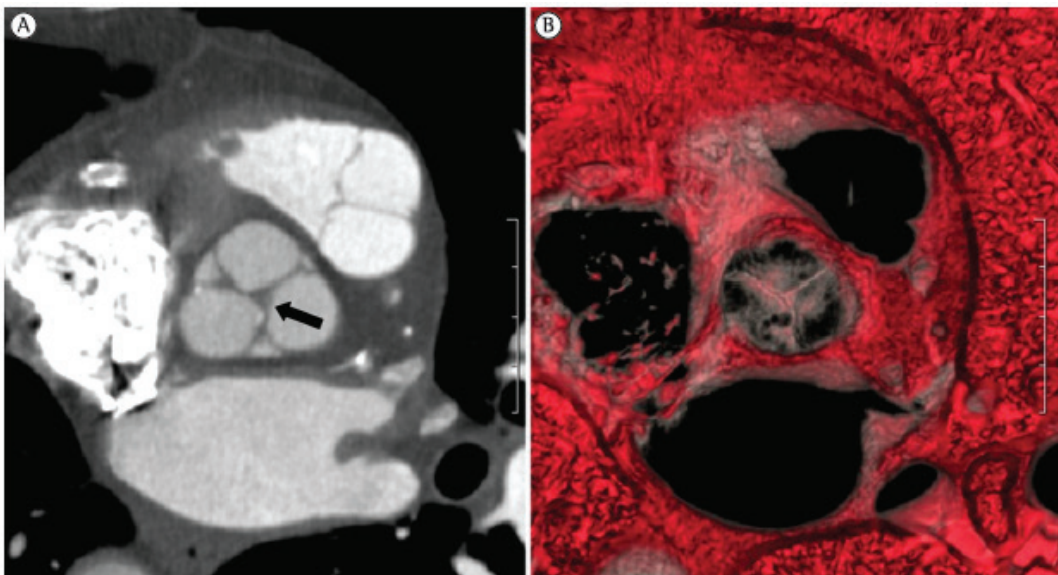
TC cardíaca. Em A, observa-se a reconstrução de uma valva aórtica em sístole, com espessamento dos folhetos, em um paciente com 88 anos sem história de doença cardiovascular. O espessamento de folhetos valvares é descrito como uma forma de envelhecimento cardiovascular normal. Em B, evidencia-se a reconstrução tridimensional desses achados.
